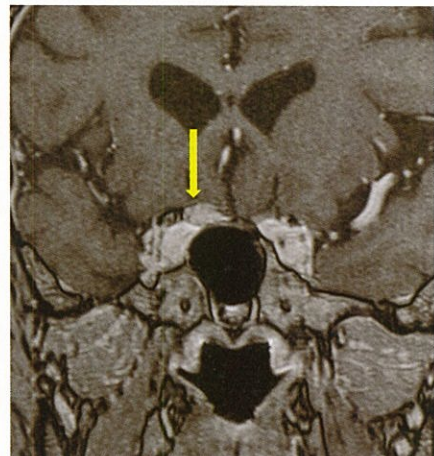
造影MRI(再手術前)。右の視神経管周囲に再発腫瘍を認める(矢印)。
